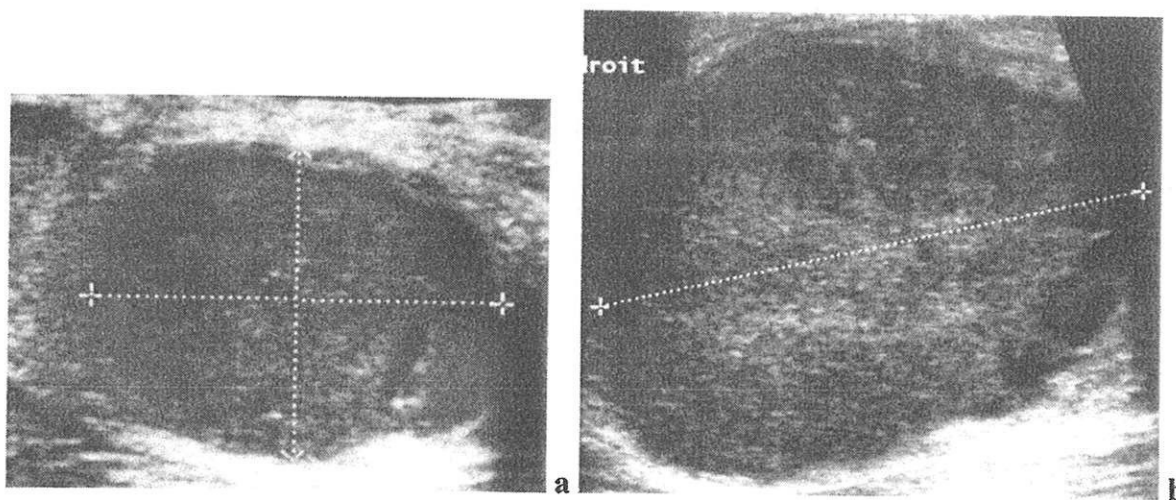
patiente n° 31, échographie de la masse initiale (a) et contrôle à 4 mois (b) :
